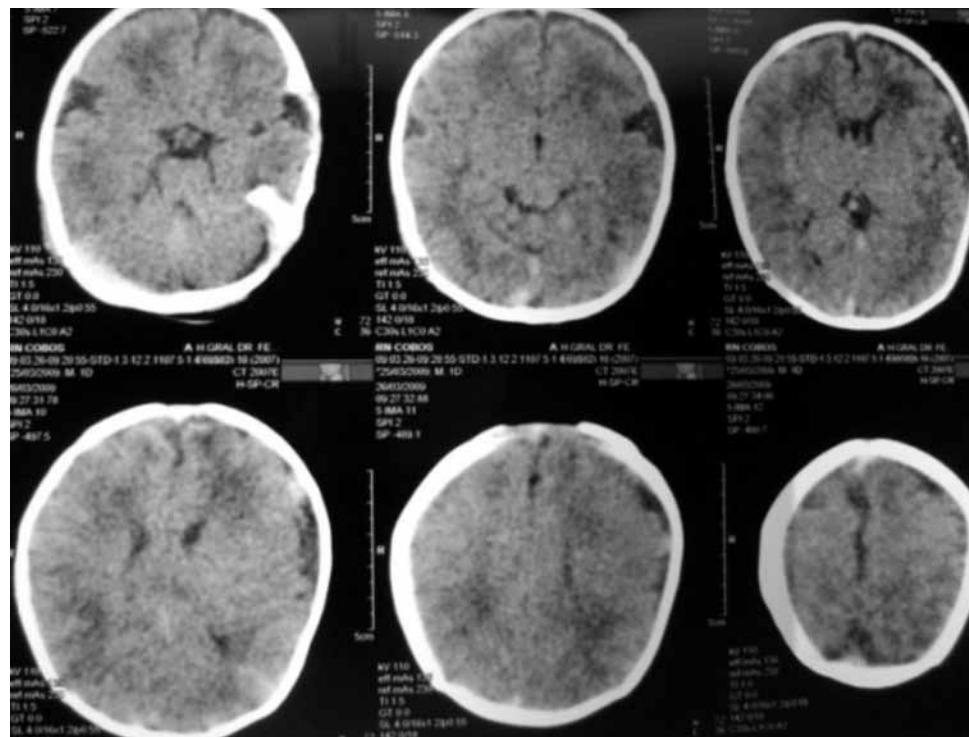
Tomografía craneal: atrofia ventricular bilateral.
